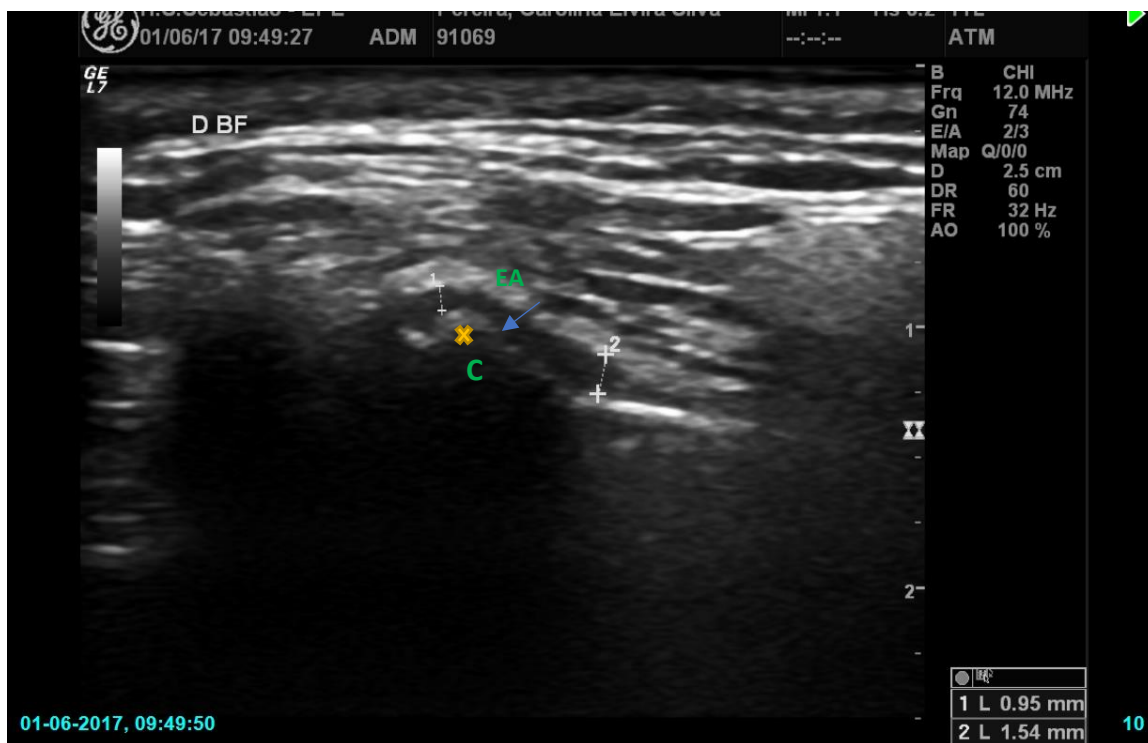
Ultrassonografia com doppler da ATM direita. C- Côndilo; EA- Eminência Articular; Setas a branco representam a medição do espaço articular. Seta azul representa erosão moderada da superfície condilar (de notar as concavidades presentes). Símbolo amarelo demonstra alteração moderada no contorno do côndilo (forma pontiaguda central).
